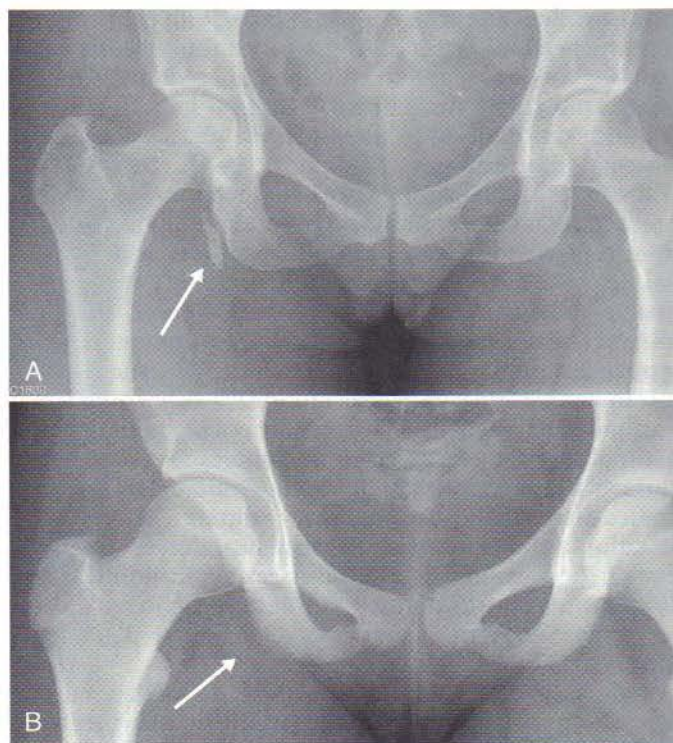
Exemple de fracturi ischiale prin avulsie. A, Radiografie anteroposterioară a pelvisului, indicând o veche fractură ischială prin avulsie (săgeată). Pacienta era o majoretă de 17 ani, care observase o durere fesieră cu debut brusc în momentul unei manevre de ridicare cât mai sus a piciorului cu 9 luni înainte de prezentarea la medic. B, Radiografie anteroposterioară a pelvisului, indicând neregularitatea tuberozității ischiale drepte (săgeată). Pacienta era o majoretă de 14 ani cu debut acut al durerii fesiere drepte după o manevră de ridicare cât mai sus a piciorului. În ambele cazuri, simptomele au dispărut complet după o perioadă de odihnă relativă urmată de reabilitare progresivă.
